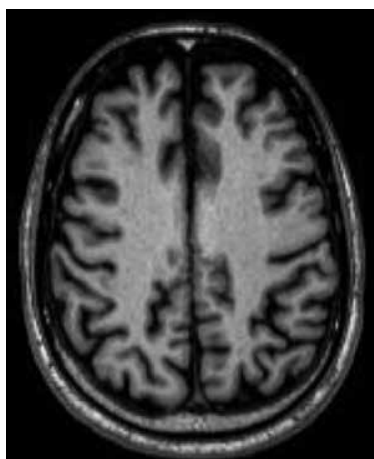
Imagem de ressonância magnética ponderada em T1 demonstrando proeminência difusa, bilateral e simétrica dos sulcos corticais dos hemisférios cerebrais, indicando atrofia, achado comum na demência associada ao HIV.
